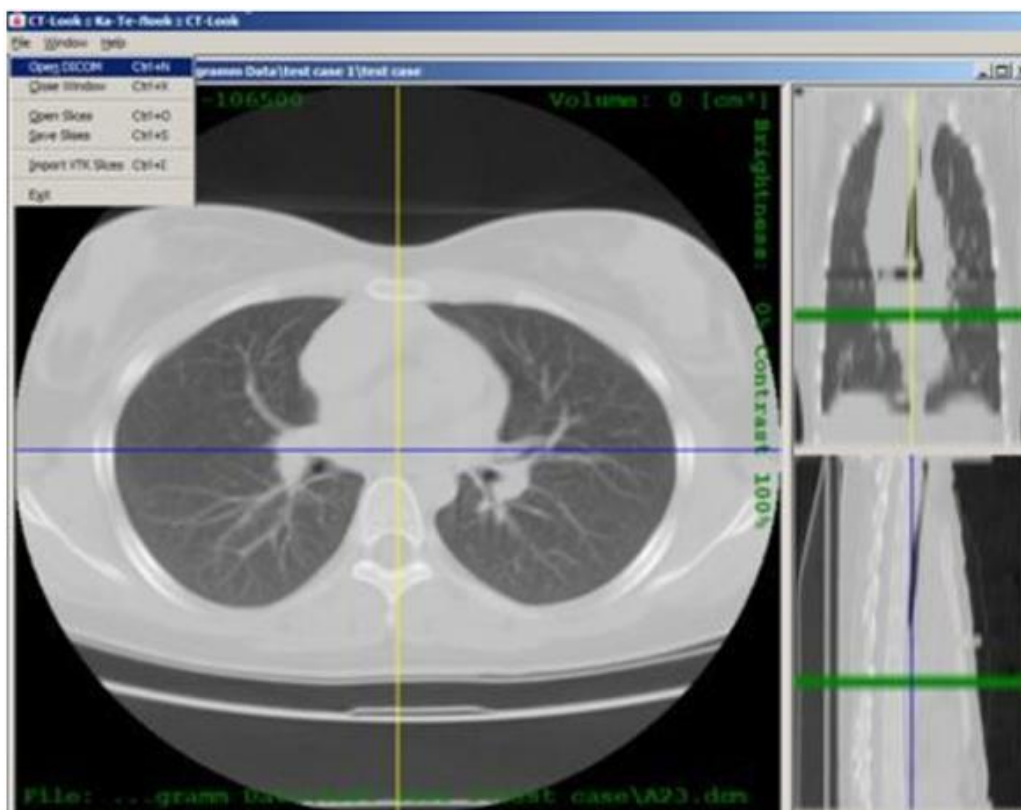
Комп'ютерна томографія (на крупному плані фронтальний зріз, праворуч сагітальний та аксіальний зрізи)
